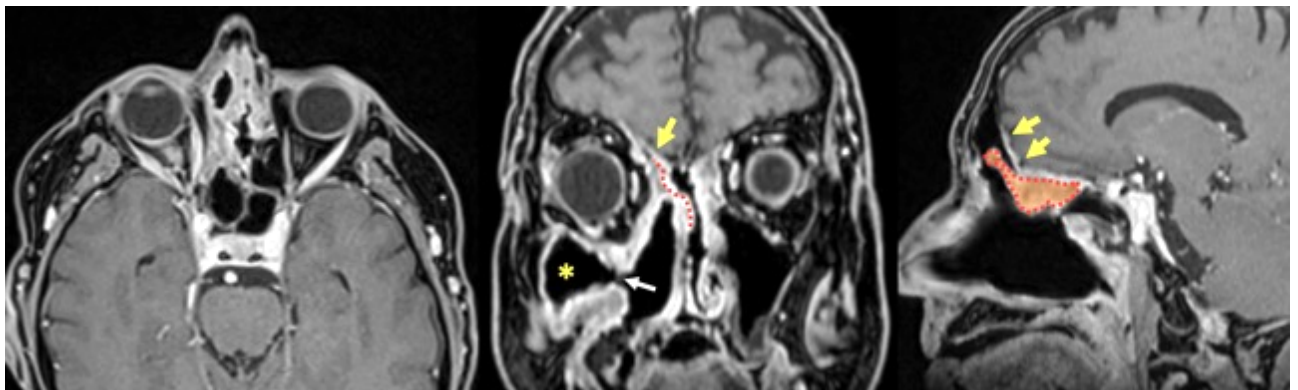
Наблюдение №2. МРТ через три месяца после операции. Опухоль удалена субтотально, определяется зона инфильтрации ТМО (отмечена желтыми стрелками). Красным цветом выделен перемещенный на дефект основания черепа СНЛПН. Мукоцеле верхнечелюстной пазухи эвакуировано (*), белая стрелка указывает на восстановленное соустье
